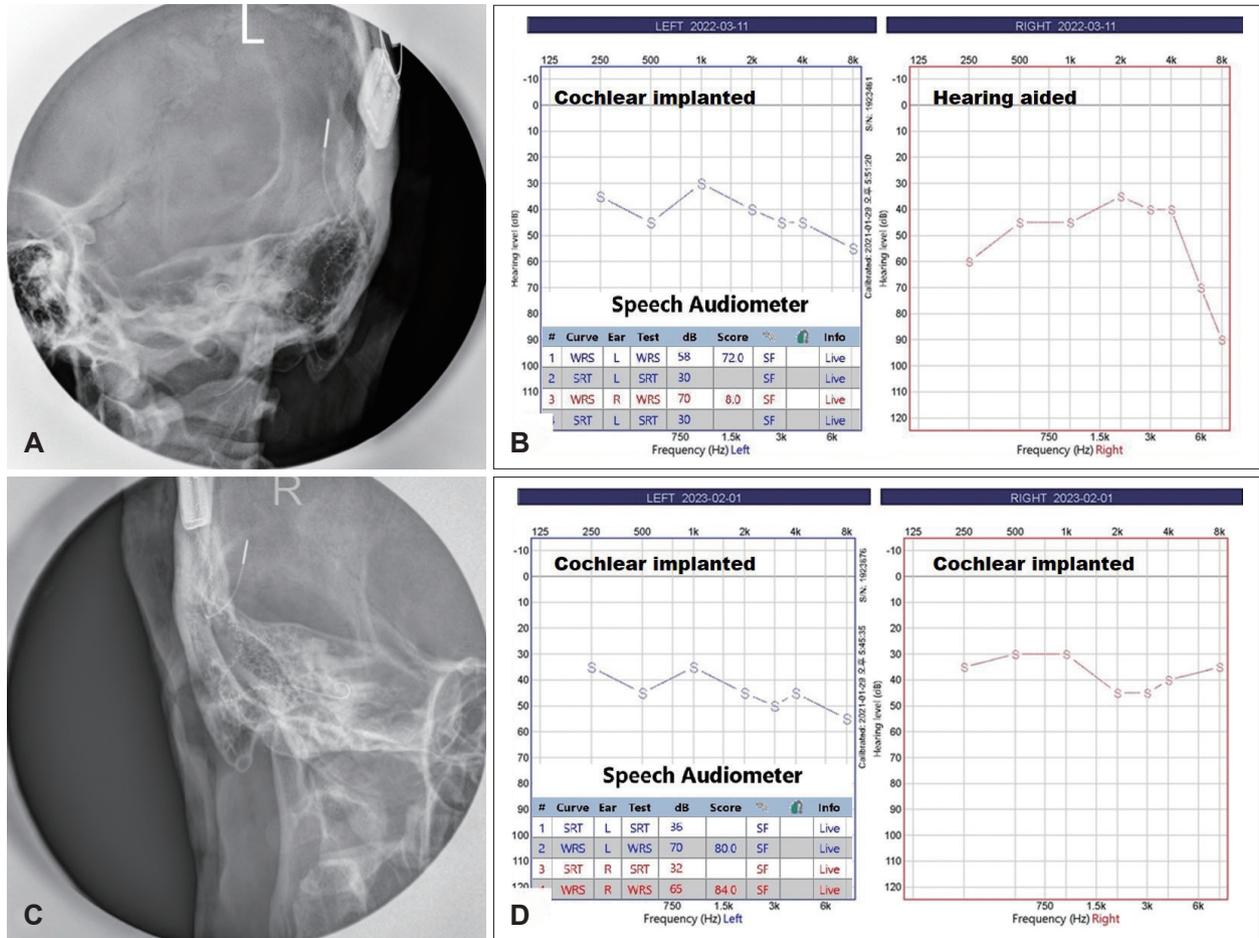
Post-operative cochlear x-rays, pure tone audiometry, and speech audiometry after cochlear implantation (CI). A and B: Cochlear x-ray shows that the electrodes are well positioned within left cochlea. Post-CI aided hearing improved, with a pure tone threshold of 38 dBHL on the left ear. Speech discrimination on left ear is 72%. C and D: Right CI electrode is also well positioned. Post-CI aided hearing improved, with a pure tone threshold of 36 dB HL on the right ear. Speech discrimination on right ear is 84%.
